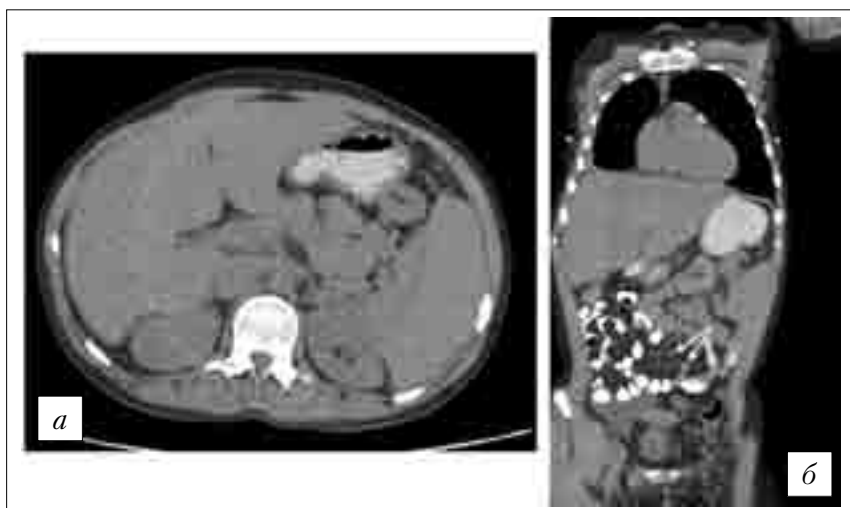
Компьютерные томограммы органов брюшной полости: *а* — признаки гепатомегалии, спленомегалии, *б* — лимфоаденопатия мезентериальных лимфоузлов (стрелки)
